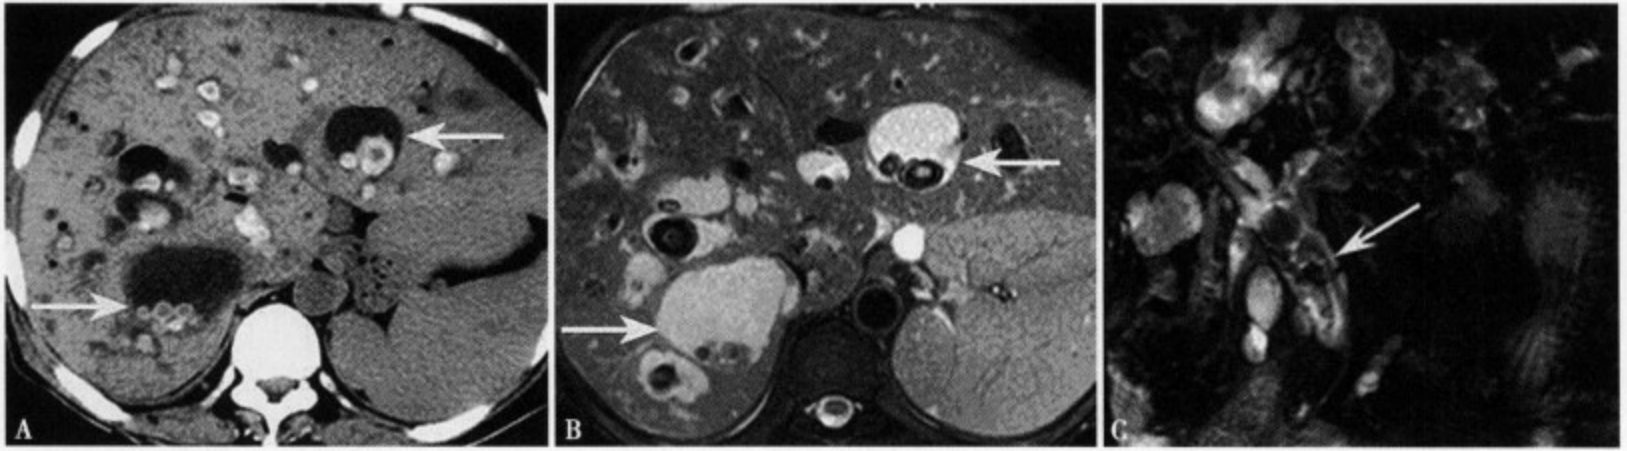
CT 平扫 (A) 显示肝内多发性大小不等的囊性病灶, 囊内可见高密度结石影; T₂WI (B) 可见肝内多发性类圆形均匀高信号影, 边缘清楚光整, 其边缘或中心存在无信号或稍高信号影; MRCP (C) 显示胆总管先天性狭窄部位及其上方胆管囊样扩张
